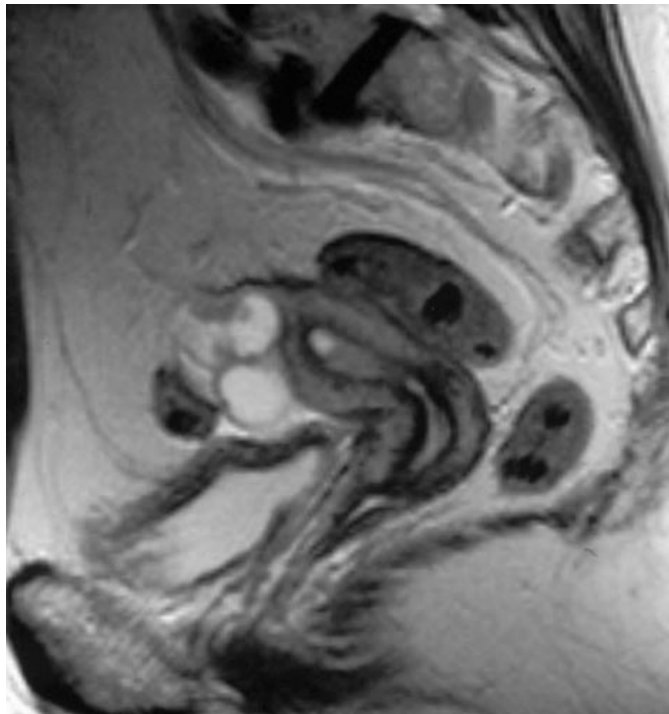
Магнітно-резонансна томограма органів малого тазу жінки
